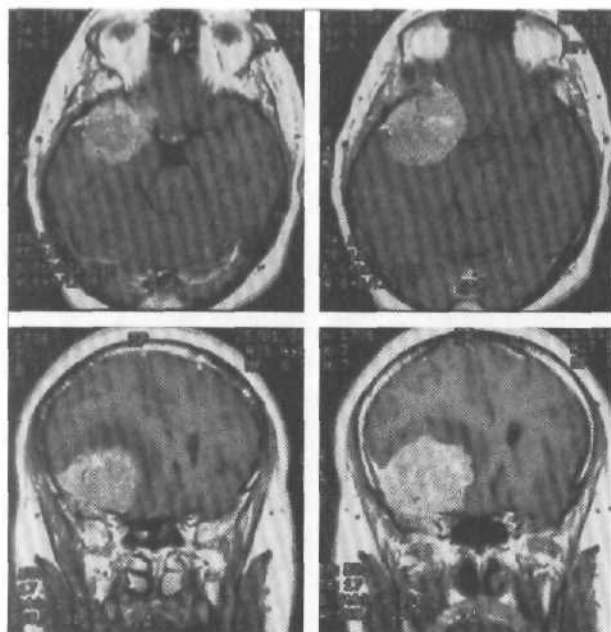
Менингиома наружных отделов крыльев основной кости, больших размеров. МРТ с контрастным усилением, T_1 -взвешенные изображения.
